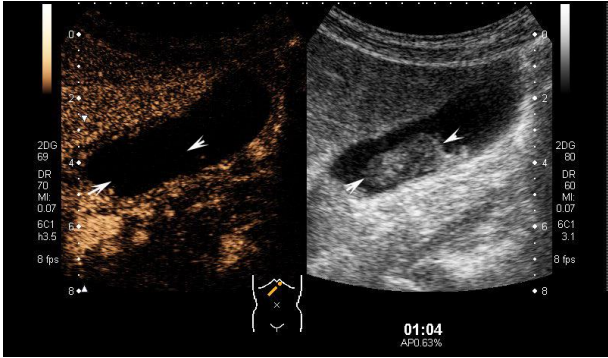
“肿瘤样”胆汁淤积:胆囊腔内一个巨大的、界限清晰的回声肿块样结构,类似于一个巨大的肿瘤病变。为了区分“肿瘤样”的胆汁淤积和真正的固体肿块病变,可以改变病人的体位,用探头施加压力或进行超声造影检查。
